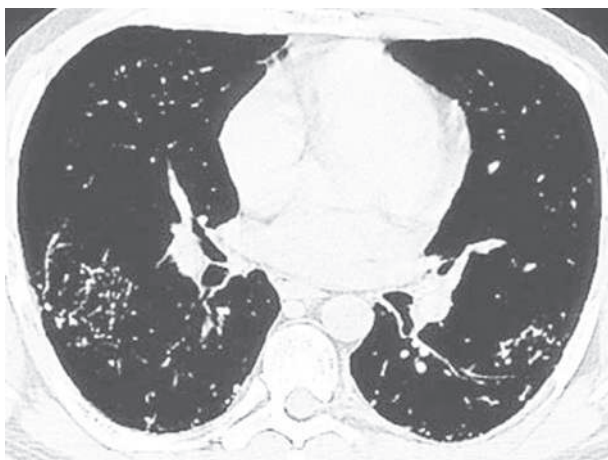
Идиопатическая ветвистая или кистеобразная легочная оссификация (остеопластическая пневмопатия). КТ: неправильной формы тяжи костной плотности в нижних долях [8].
